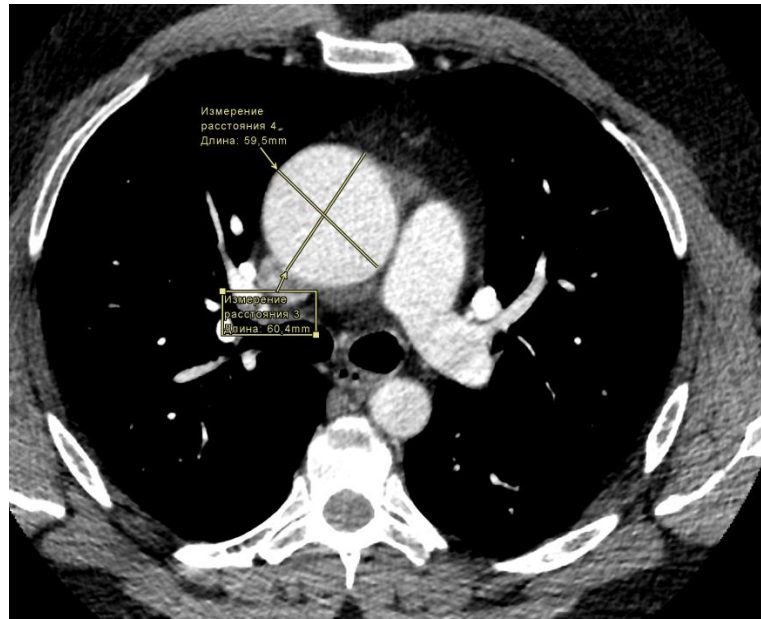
КТ ОГК с контрастированием было проведено 03.04.2024 г. для наблюдения в динамике, где отмечается отрицательная динамика за счет увеличения диаметра аневризмы восходящего отдела грудной аорты до 60 мм
